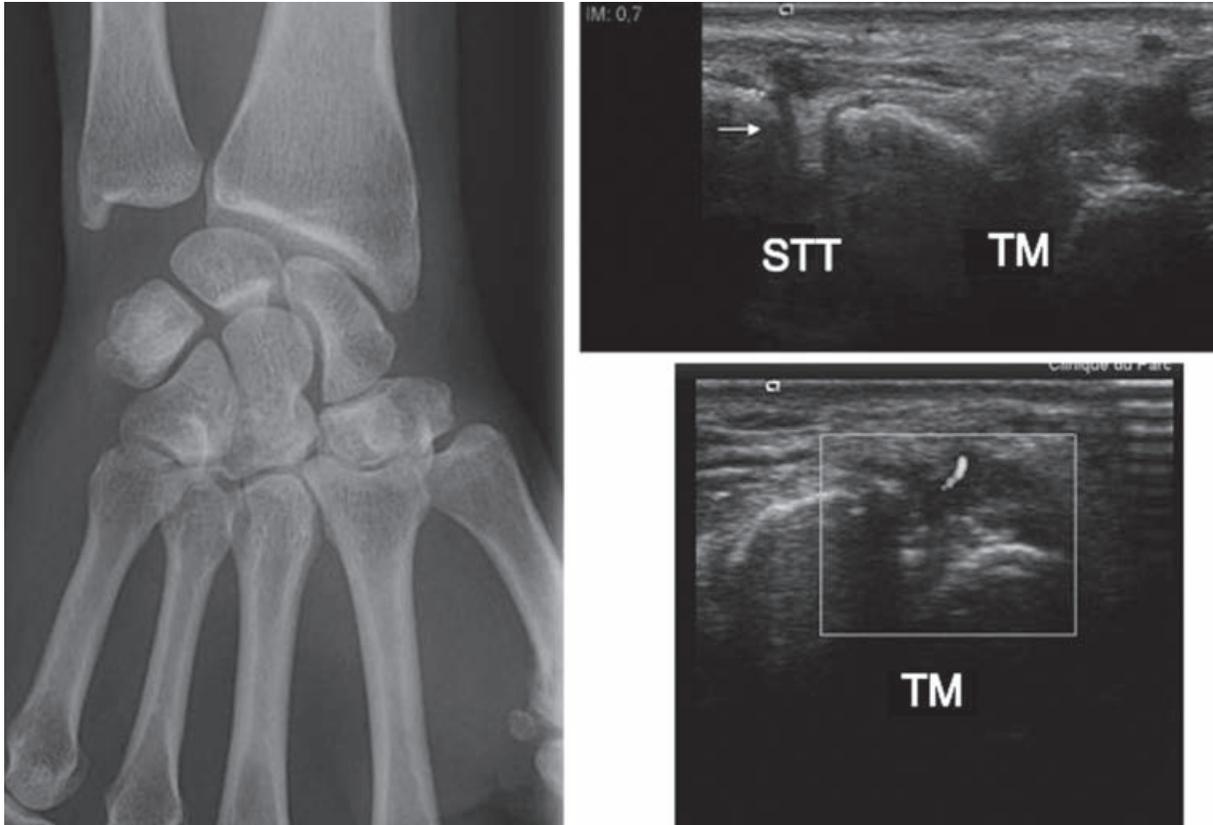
Tableau clinique de douleurs invalidantes de la MP , bilan radiographique normal. L'échographie en coupe frontale montre un aspect normal de la STT avec une bonne visualisation du cartilage (flèche blanche). La TM est le siège d'une synovite avec hypertrophie capsulo-synoviale et hyperhémie en Doppler.
